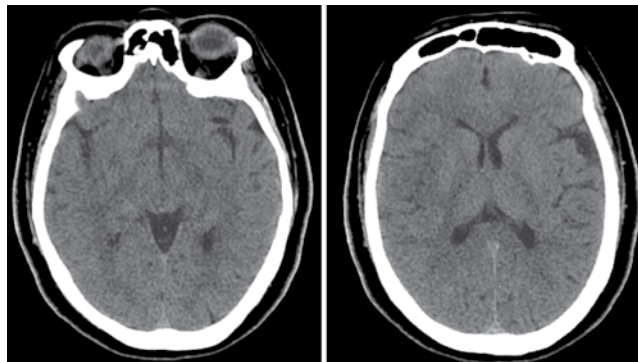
КТ головного мозга пациентки Ф. за 1 сут до поступления в РСЦ
